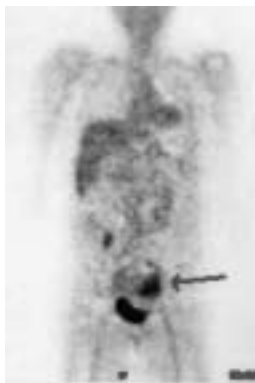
b PETで骨盤内に限局したFDGの集積を認めたが、他の肺・肝・リンパ節・腹膜には有意な集積は認めなかった。
